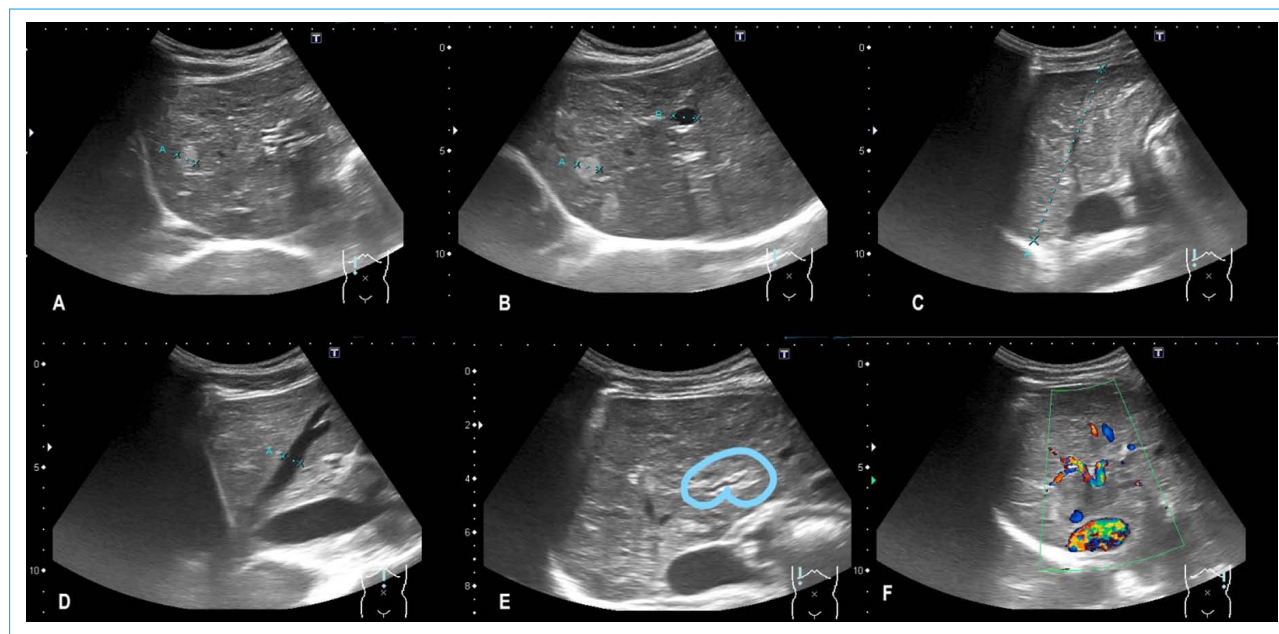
УЗИ органов брюшной полости
